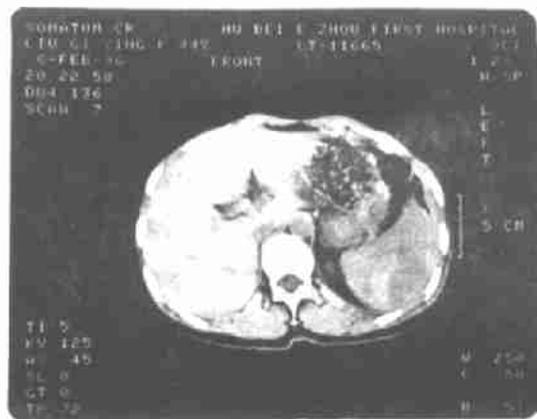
脾内血肿。脾内其一椭圆形高密度灶,CT值56HU,灶周是低密度水肿区。
